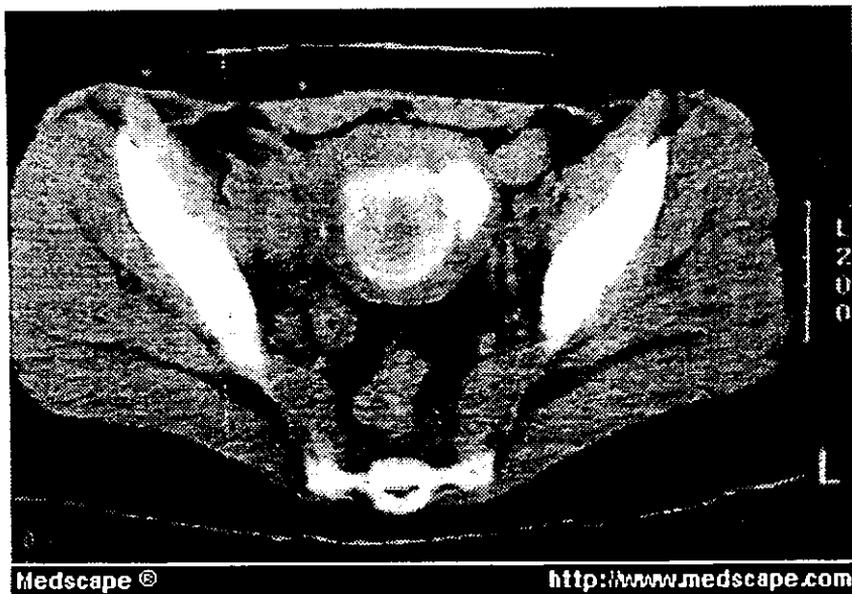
TAC simple postembolización que muestra retención del medio de contraste en el material embolizado dentro del leiomioma. Miometrio restante de características normales.
